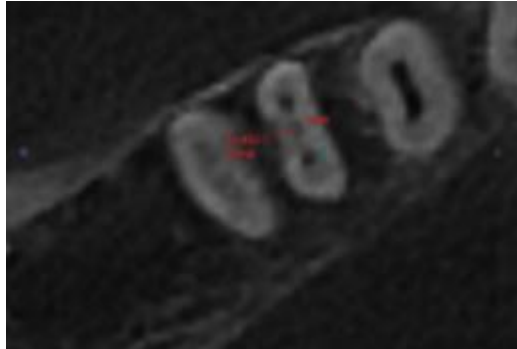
CBCT montrant un canal mésial moyen sur la première molaire mandibulaire. [59]
